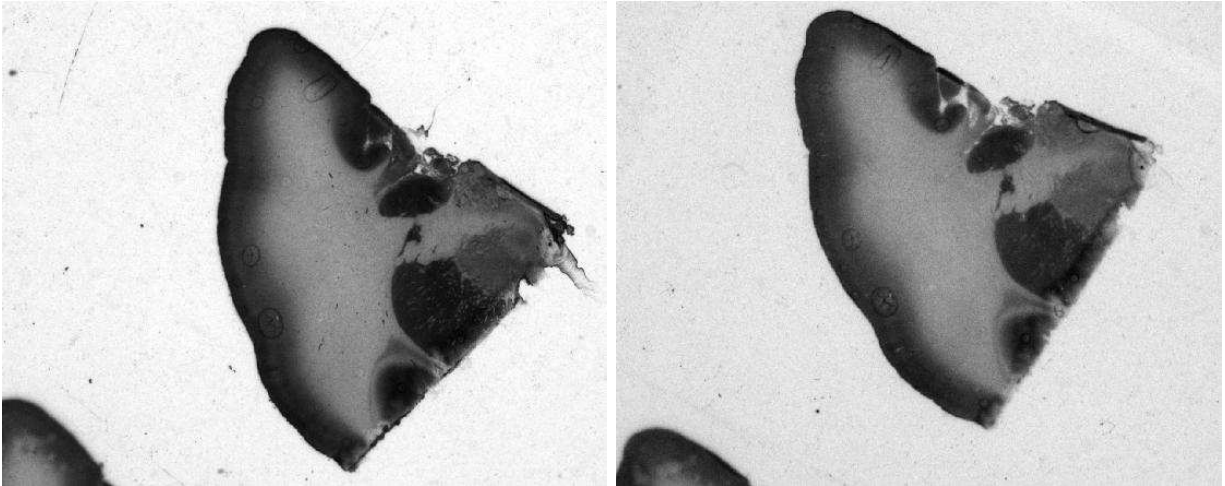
Image autoradiographique de l'hémisphère gauche antérieure d'un singe rhésus, marquée avec deux isotopes différents. A gauche : image marquée avec l'isotope Tritium ; A droite : même image mais marquée avec l'isotope ^{14}C .
